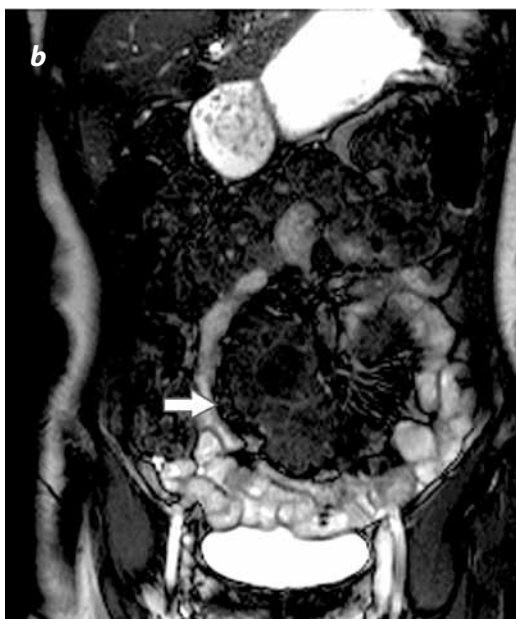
RM de la paciente de la figura 3. a) Secuencia HASTE (SSTSE) coronal y b) secuencia TruFISP coronal. Señala una lesión profundamente hipointensa, de bordes bien delimitados, ubicada en el mesenterio, con tabiques de alta intensidad de señal, sin invasión de estructuras adyacentes. Estos hallazgos demuestran un comportamiento atípico para hemangiomas, muy probablemente explicado por hialinización de este. c) Secuencias con información en T1. Fuera de fase muestran una lesión de intensidad media al tejido muscular (flecha) sin caída de la intensidad de señal, lo que descarta su contenido graso.
